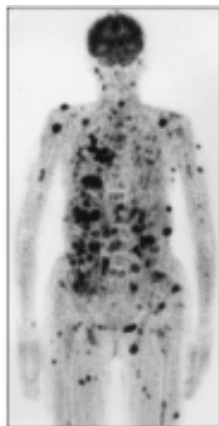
Позитронно-эмиссионная томография пациента с множественными метастазами рака щитовидной железы.
